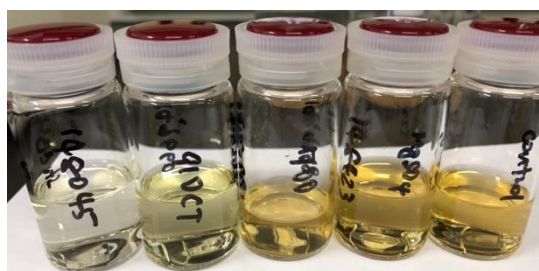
脱色後の様子. 左から活性炭, アンバーライト910CT, キョワード700, 硫酸マグネシウムで処理したもの. 一番右はコントロール(脱色剤未投入)
